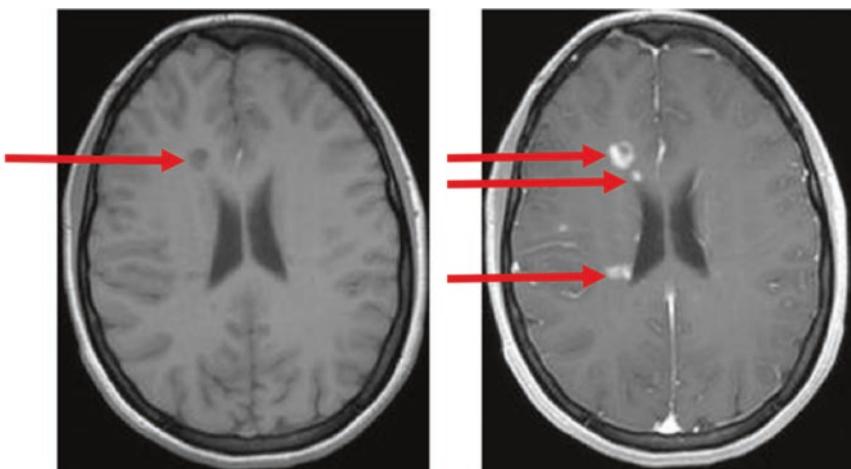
Frische MS-Herde im T1-MRT-Bild: links vor und rechts nach Gadolinium-Gabe
